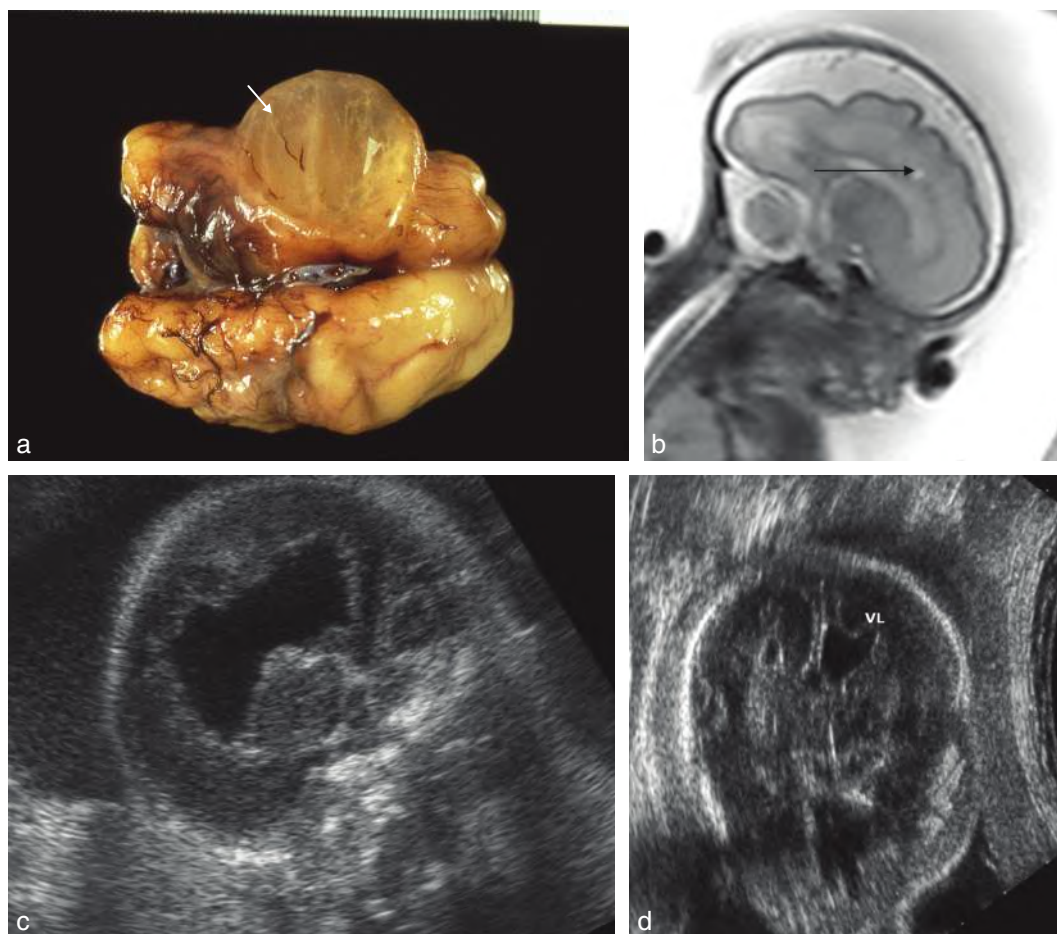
Porencéphalie. a. 19 SA. Examen fœtopathologique. Porencéphalie (→) après intoxication maternelle au monoxyde de carbone. b. Leucomalacie (30 SA). IRM. Coupe parasagittale en pondération T2 chez un fœtus suivi pour infection à parvovirus B19 avec diagnostic retardé et épisode d'anémie prolongée. Leucomalacie périventriculaire bilatérale : un seul côté représenté (→). Sur cette IRM a également été retrouvée une hypoplasie du tronc cérébral. c. 24 SA. Cavité intraparenchymateuse cérébrale, anéchogène, aux contours mal limités. d. 28 SA. Zone anéchogène communicante avec la partie interne d'une corne frontale ventriculaire (VL). Source fig. 8.47a : Dr L. Devisme.
